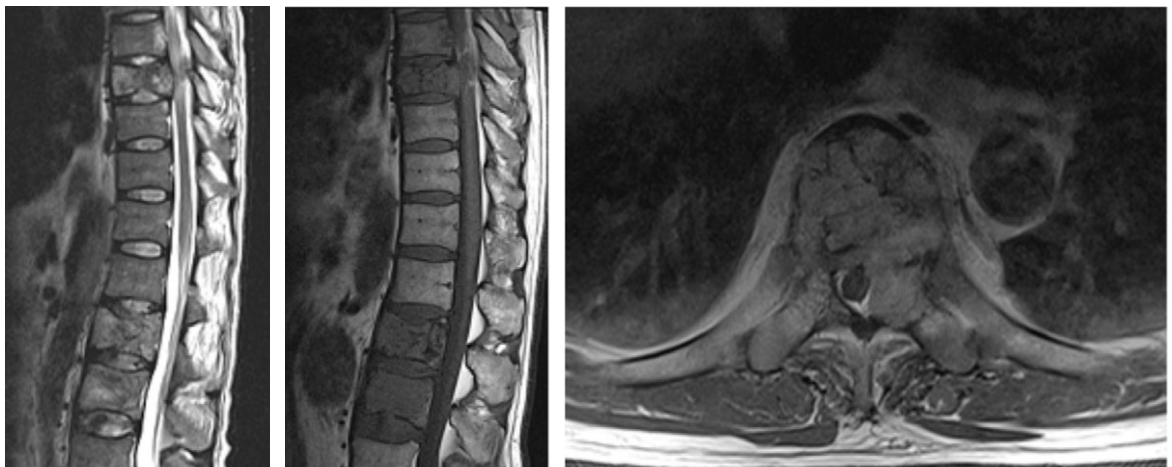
MRI finding of malignant vertebral fracture: T2 WI, T1 WI, T1 contrast enhanced image (from left). Note the exophytic soft tissue mass and signal changes in the whole spine.
